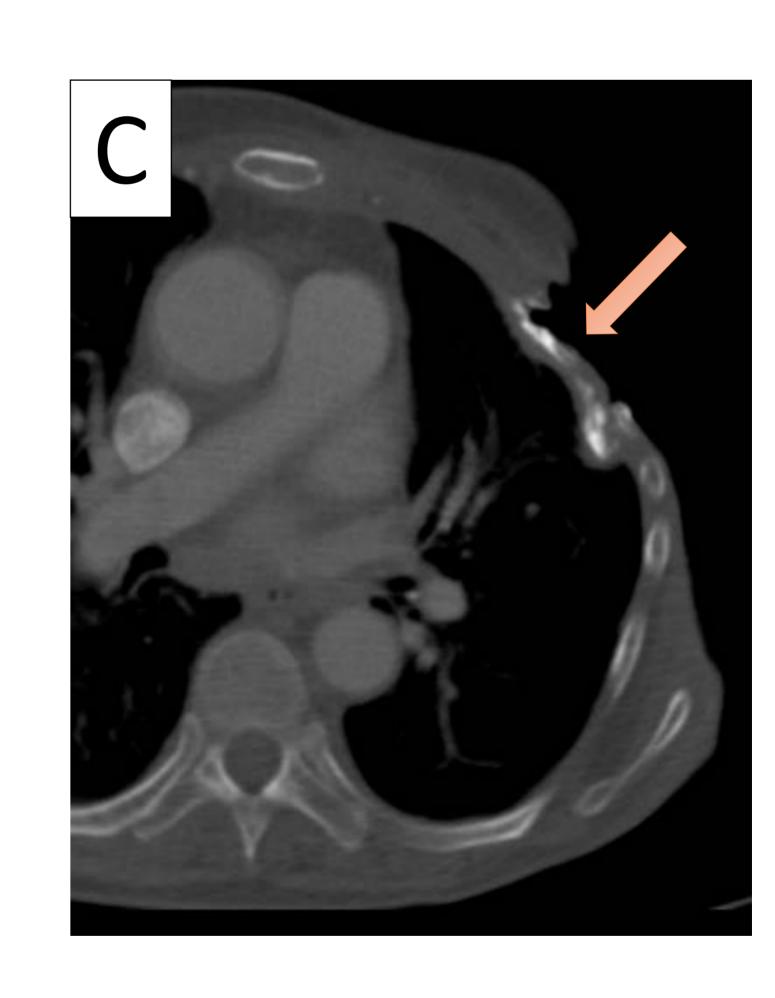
Radionecrosis en paciente con antecedentes de cáncer de mama izquierda. A) TC axial en ventana partes blandas donde se observa un aumento de partes blandas en relación con radionecrosis. B) TC axial en ventana de pulmón donde se observa una consolidación una consolidación intraparenquimatosa pulmonar de morfología triangular en LS con escaso broncograma aéreo, inespecífica. C) TC axial con ventana hueso donde se identifican callos de fractura, remodelación y esclerosis de arcos costales subyacentes, en probable relación con infiltración tumoral y/o cambios post-tratamiento.
